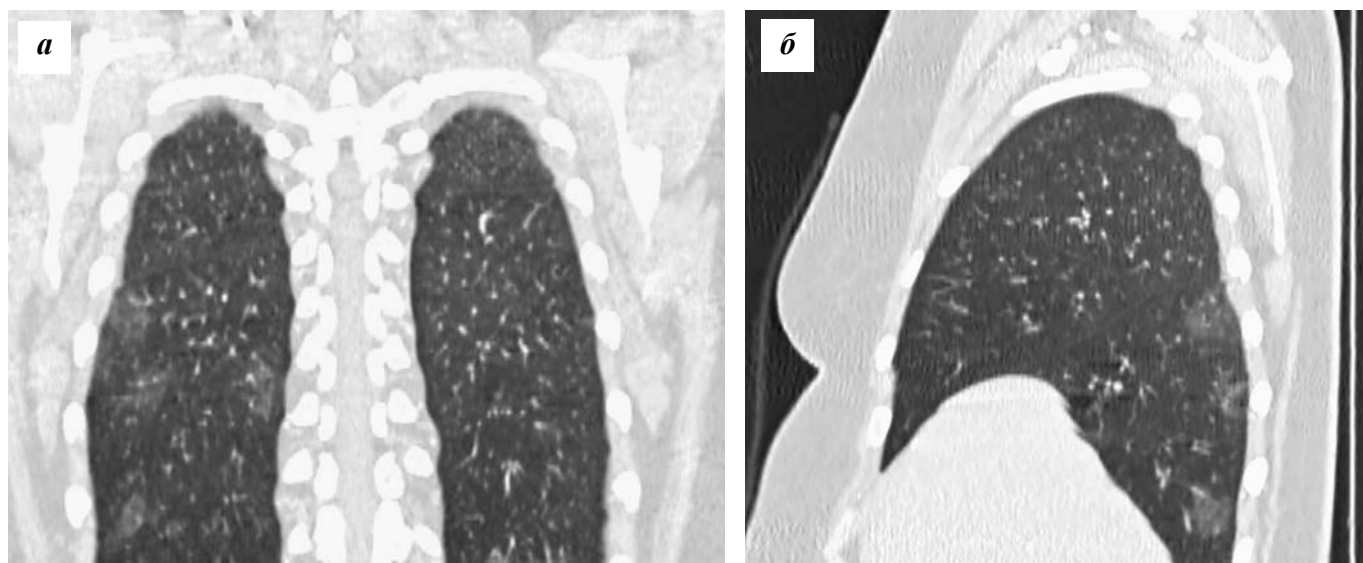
КТ-исследование пациента с пневмонией, ассоциированной с COVID-19 (а), с периферическими очагами уплотнения легочной ткани округлой формы (б)
